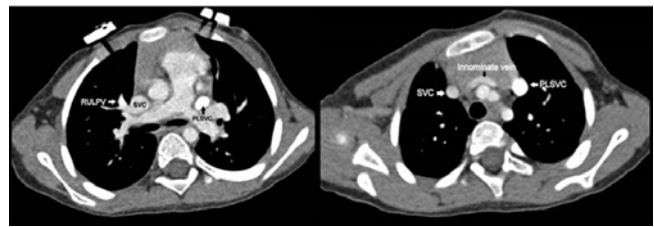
Preoperative CT image of abnormal pulmonary veins and left innominate vein and which are draining to superior vena cavae.
